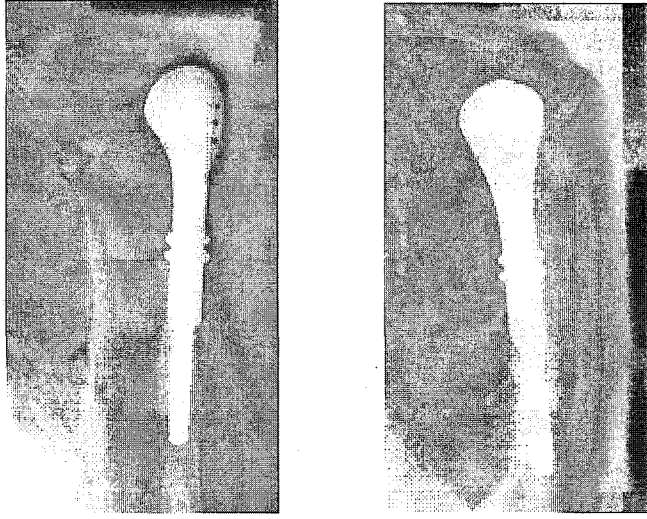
Postoperatif 16 ay sonraki sağ humerus röntgen kontrol grafilinde; Tümör protezi glenoida göre iyi sentralize olduğu gözlemlenmekte. (2.Hasta, Bayan, 22 yaşında, Ewing Sarkom).
